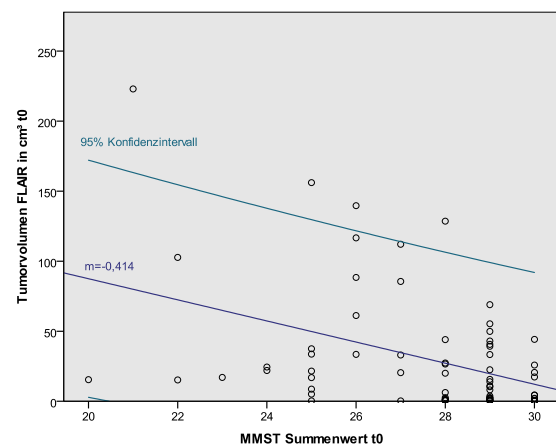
Korrelation MMST zu FLAIR  $t_0$
